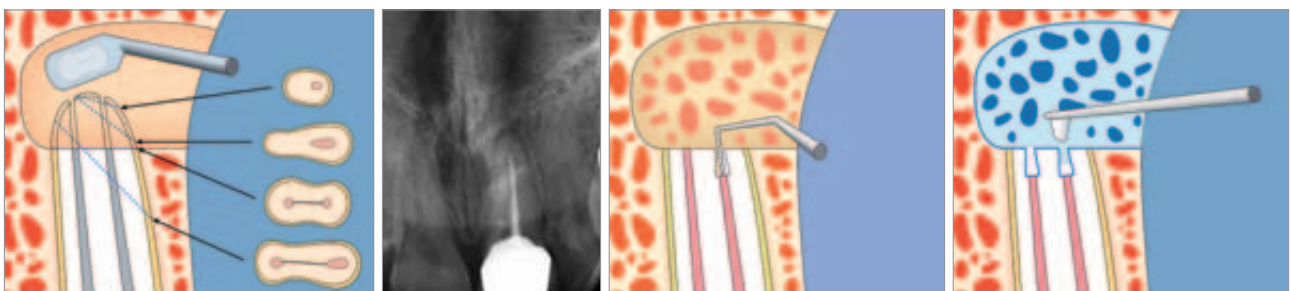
Verschiedene Wurzelkanalformen und Isthmusverbindungen. – Abb. 2: Präoperatives Röntgenbild mit apikaler Parodontitis. – Abb. 3: Retrograde Aufbereitung mit Mikroinstrumenten und Ultraschall. – Abb. 4: Retrograder Verschluss mit MTA Zement.
